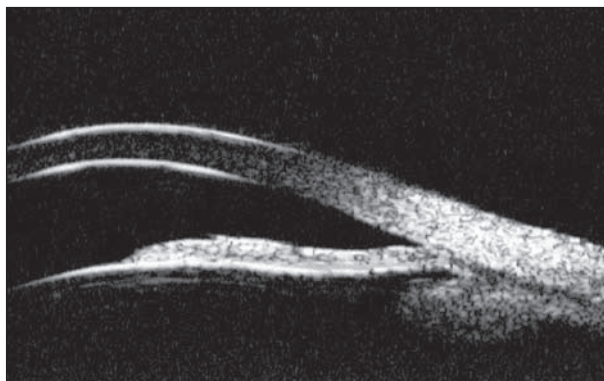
The origin of the tumour was a ciliary body, rather than a choroid which was shown by B scan ultrasound
